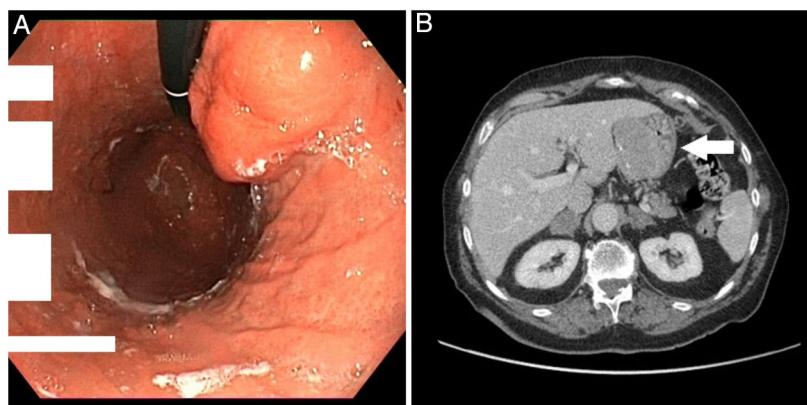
A) Lesión submucosa en curvatura menor vista por gastroscopia. B) Corte axial de TC abdominal: masa hipodensa, con calcificaciones puntiformes en su interior, dependiente de pared anterior de fundus gástrico, de $53 \times 23 \times 54$ mm (AP \times T \times CC).
